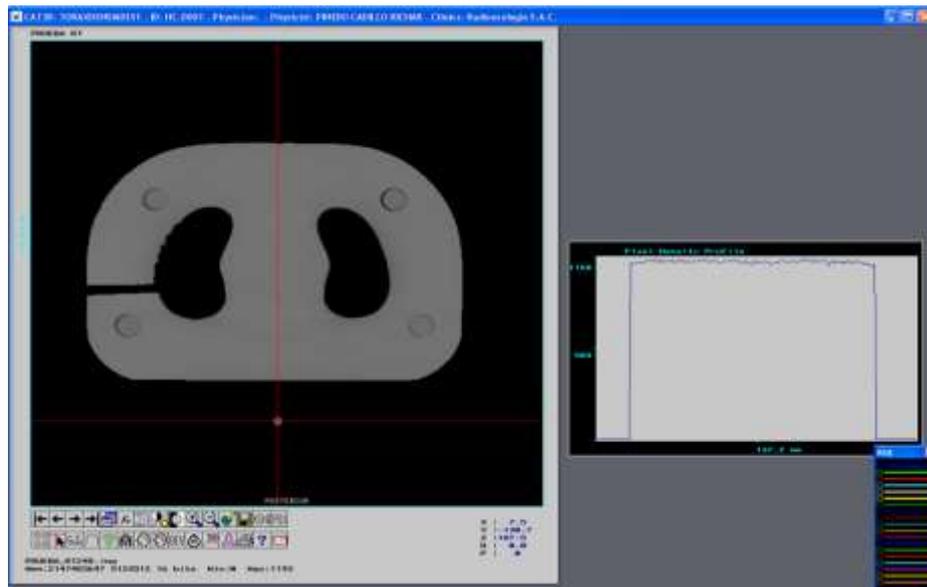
Recorrido vertical antero posterior en la tomografía del fantoma tórax en medio homogéneo en el TPS CAT3D.
